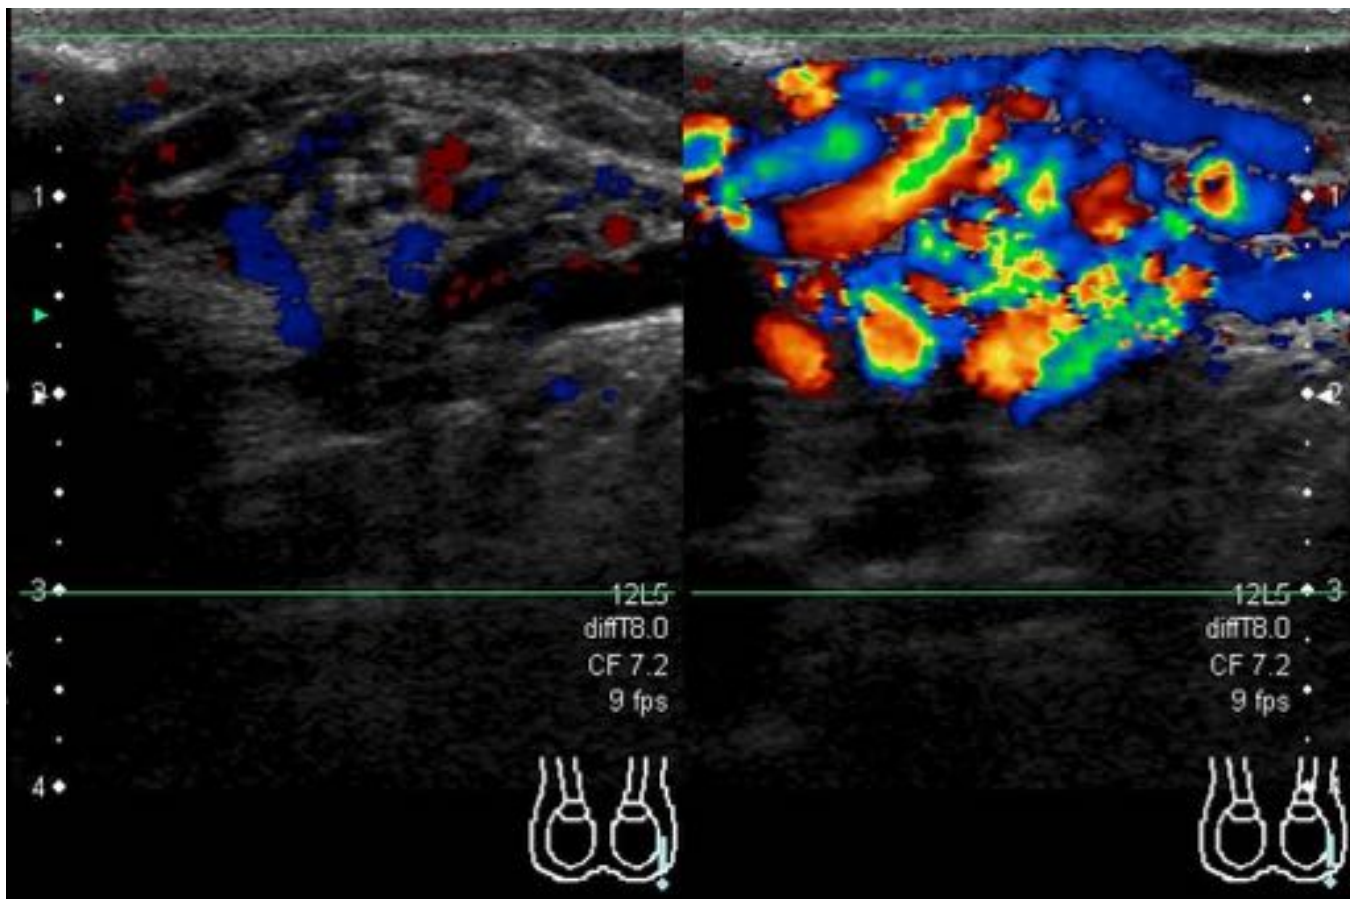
Ecografía con varicocele izquierdo.
